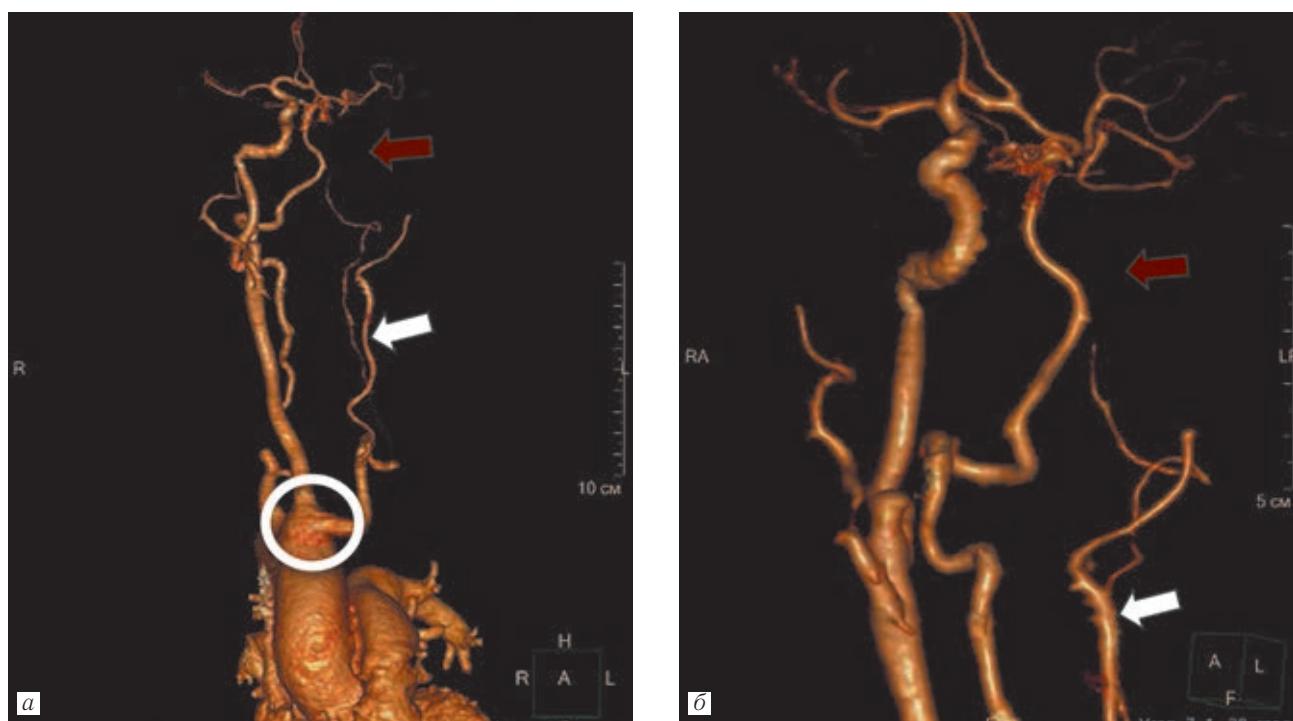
КТ-ангиография БЦА, артериальная фаза болясного контрастного усиления, трехмерная реконструкция: *а*, *б* — праволежащая дуга аорты, отхождение общим устьем правой общей сонной артерии и левой подключичной артерии (белый круг), диффузно уменьшенная ОСА, продолжающаяся в НСА (белая стрелка), отсутствие ВСА (красная стрелка).
